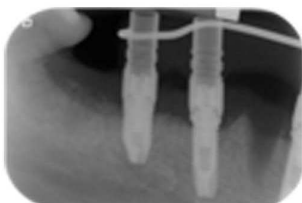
Verification realizzato dal laboratorio per controllare l'esatta posizione degli impianti sul modello master e suo controllo radiografico.
